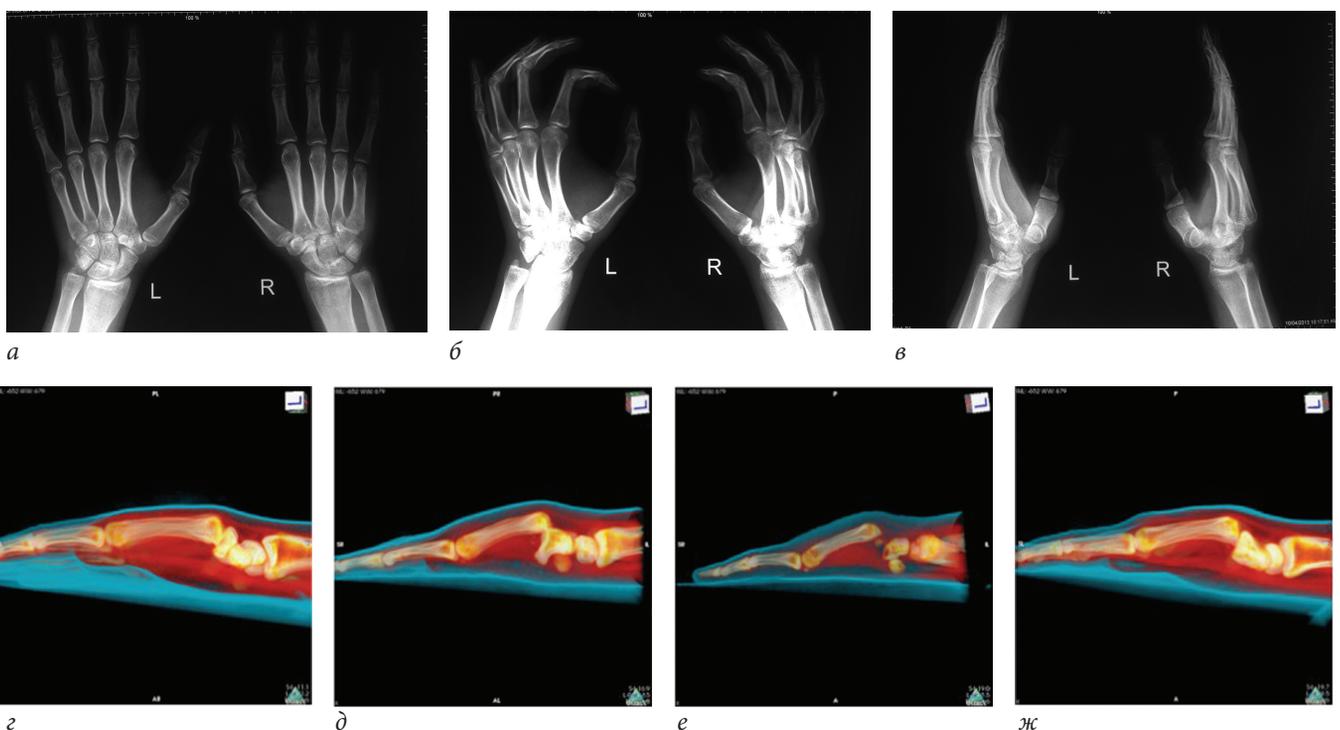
Рентгенограммы и срезы КТ-исследования пациента: *а, б, в* — определяется вывих II–V пястных костей; *г, б, е, ж* — увеличение степени вывиха в направлении от II к V пястной кости
